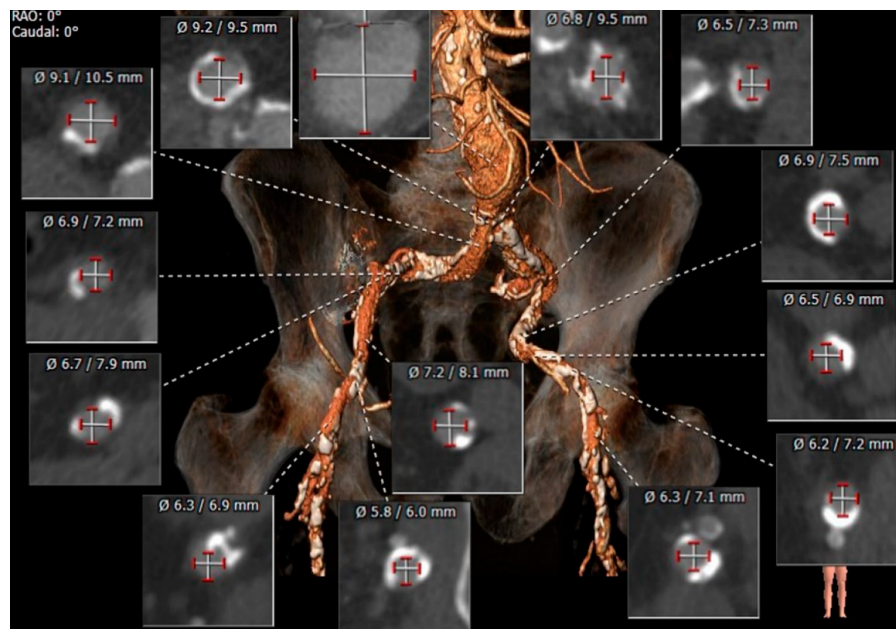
Imagen 3D de la anatomía vascular aórtica e ilíaca con medidas transversales obtenidas por angio-TC. Tomado de: Eitan et al. (74)
